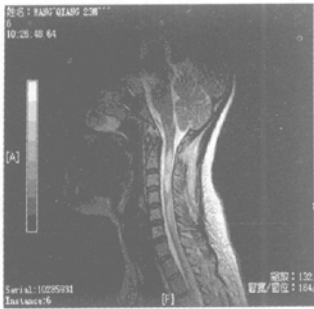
颈髓 MRI T₂ 加权像 (左矢状面)
